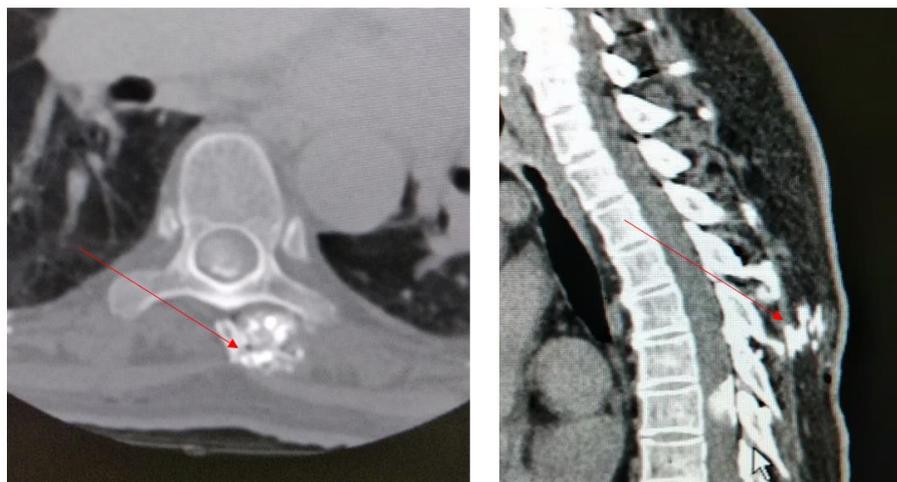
КТ грудного отдела позвоночника больного с интрадуральной экстрamedулярной опухолью. Под красной стрелкой обозначена рентгенопозитивная метка в паравертебральных мягких тканях.
